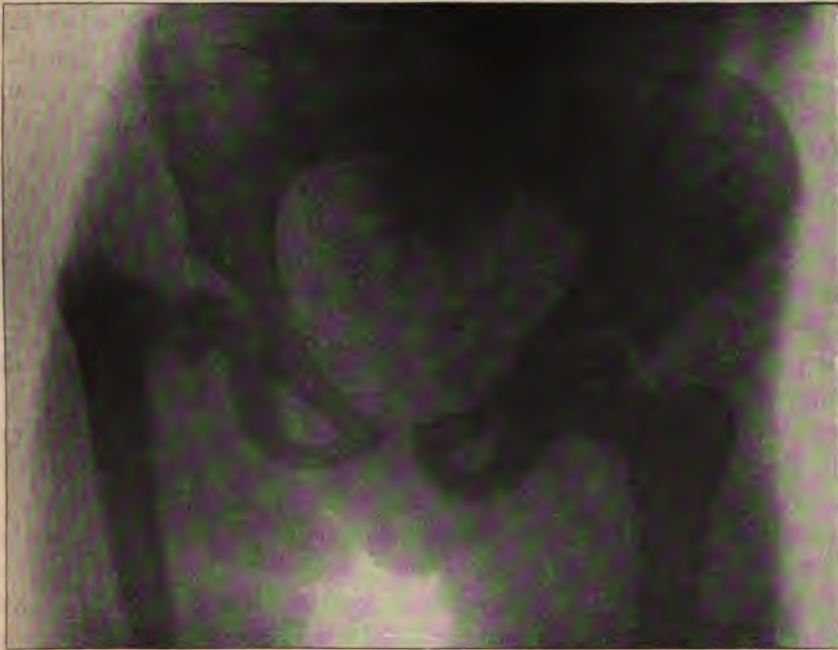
Röntgenbild einer Coxa vara adolescentium. (Hoffa).
